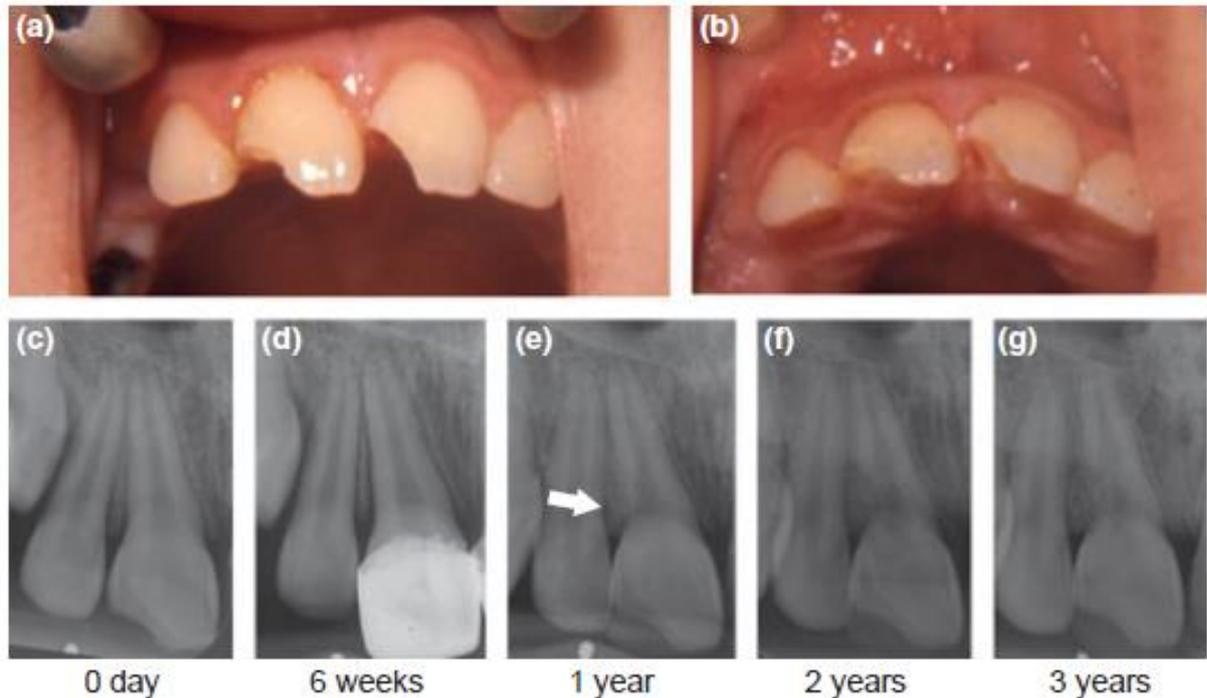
Ankylose et résorption de remplacement de la 11 chez une patiente de 15 ans, après subluxation et fracture coronaire associée. Vue frontale le jour du trauma (a) ; vue axiale (b) ; Clichés radiographiques rétro-alvéolaires depuis le jour du trauma jusqu'à 3 ans de suivi. La résorption de remplacement en cours est clairement visible en cervical de la 11 à un an après le trauma. Elle continue à progresser à 2 et 3 ans. Tiré de l'article de Hermann et al. (143)
